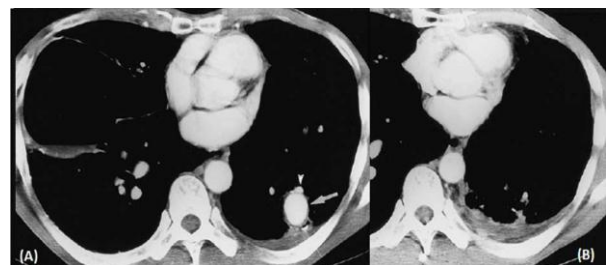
Complication vasculaire (Anévrisme de Rasmussen): (A) La TDM avec injection de PDC montre une dilatation anévrysmale sacciforme (flèche) provenant d'une branche de l'artère pulmonaire (tête de flèche) avec un épanchement pleurale gauche. (B) TDM avec injection de PDC iodé obtenue après 9 mois de traitement par les antituberculeux montrant que l'anévrisme a disparu.
